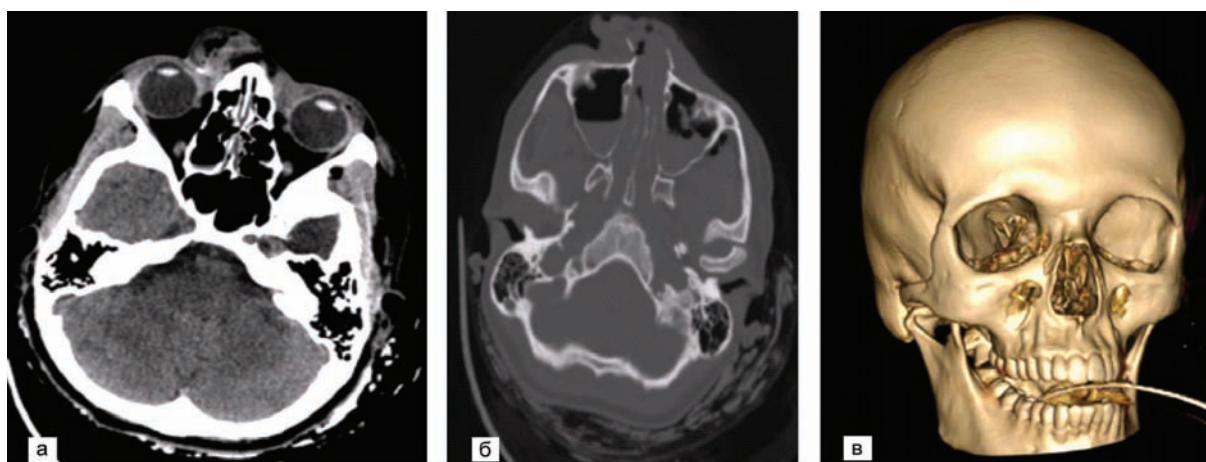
СКТ головы при поступлении: а, б – многооскольчатый перелом костей носа, осколчатые переломы передних и верхних стенок обеих верхнечелюстных пазух, линейный перелом заднебоковой стенки левой верхнечелюстной пазухи, гемосинус обеих верхнечелюстных пазух; в – СКТ, 3D-реконструкция головы.
